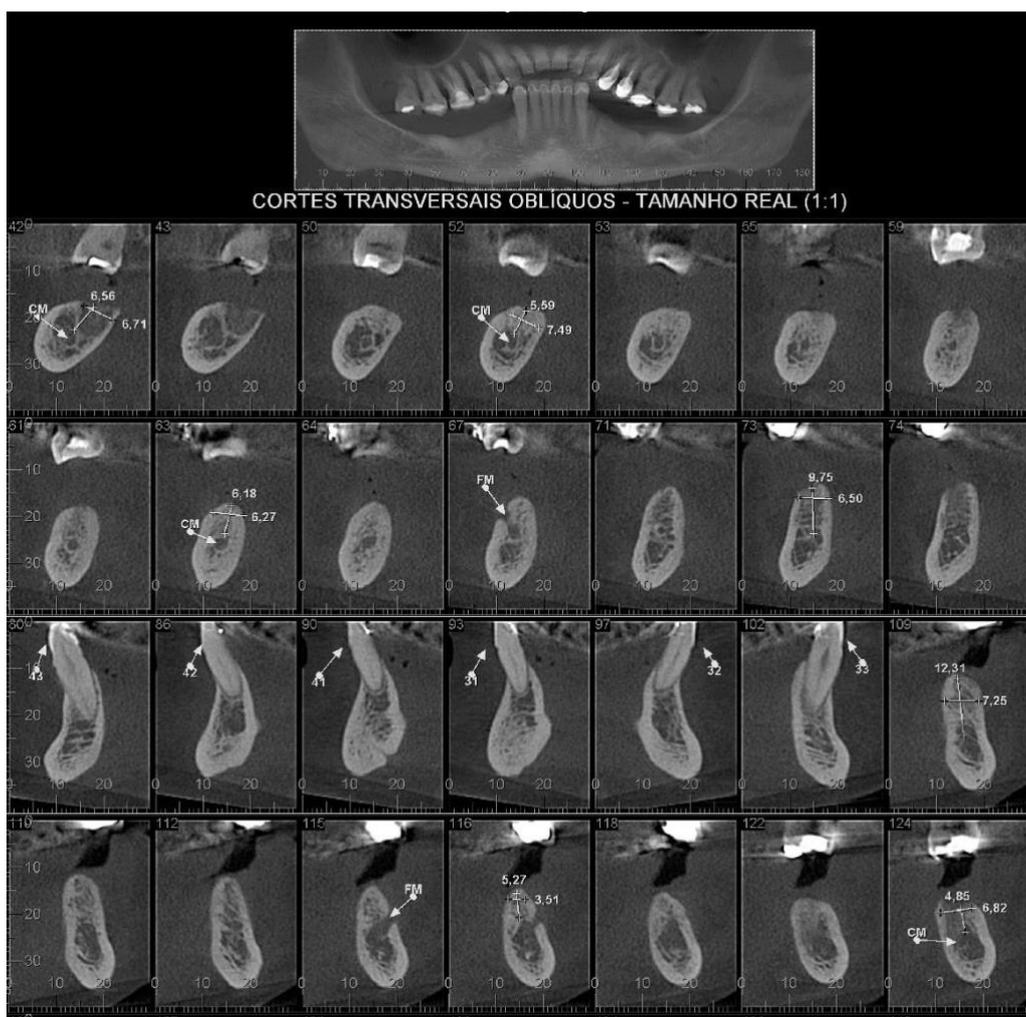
Tomografia evidenciando a altura óssea mandibular
